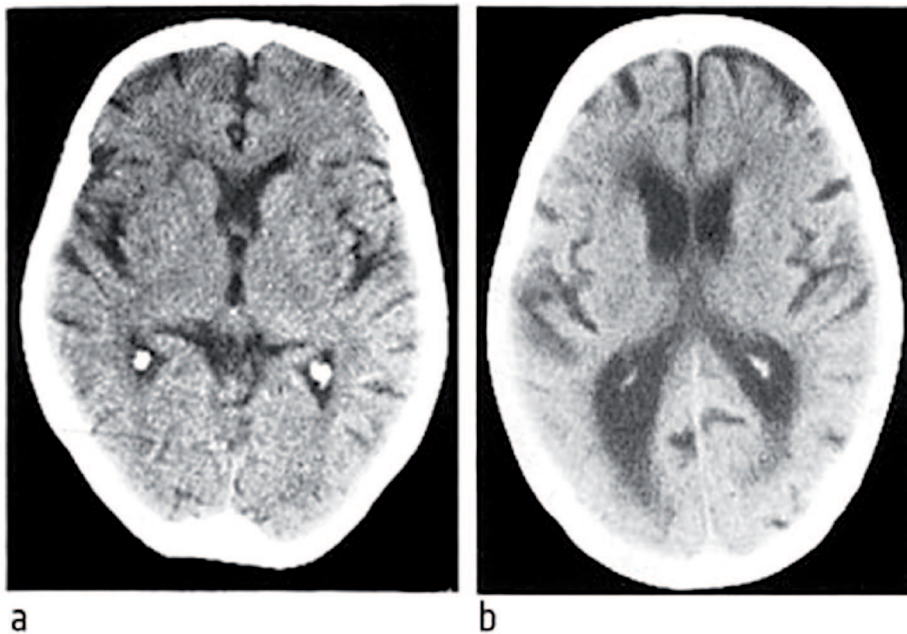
CT des Großhirns eines gesunden älteren Menschen (a) und eines Patienten mit Alzheimer-Demenz (b).^[47]
